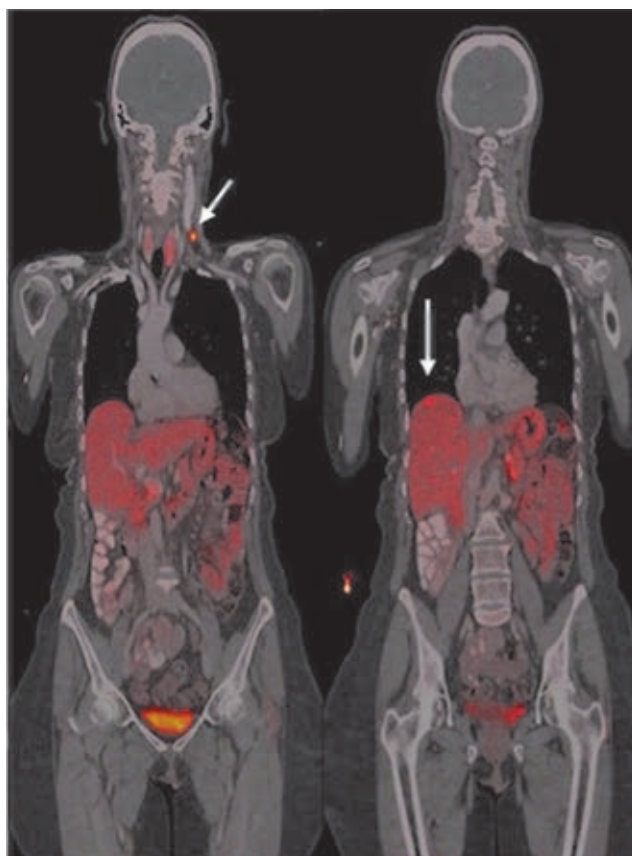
ПЭТ/КТ с ^{68}Ga DOTA-TATE через 30 мес после операции
